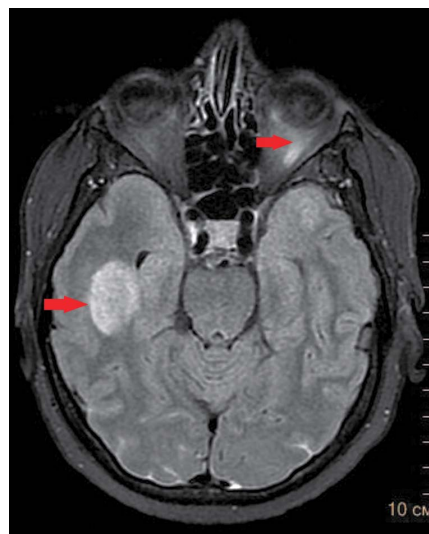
Больная 2, 46 лет. Острый миелобластный лейкоз. МРТ-картина головного мозга с контрастированием. Поражение правой височной области и зрительный нерв левого глаза. Нет признаков повышения черепного давления
